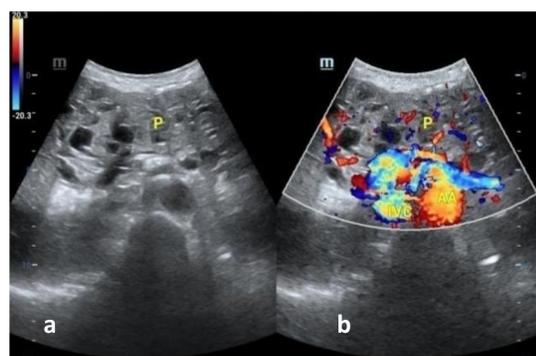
超声表现: 胰腺体积增大, 形态失常, 内呈“蜂窝样”改变, 囊壁可见点状钙化, CDFI: 胰腺内可见少量棒状血流信号。
